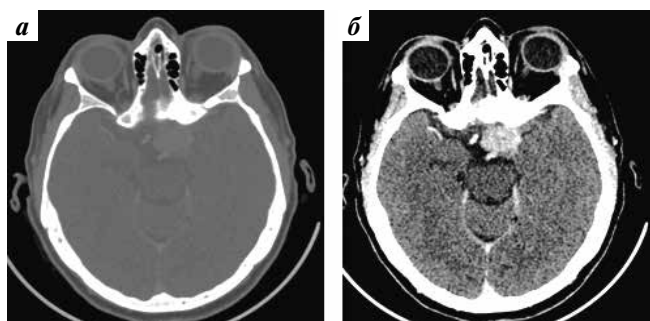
Спиральная компьютерная томография в аксиальной плоскости после контрастного усиления. Менингиома хиазмально-селлярной области с супраселлярным распространением: а — костное окно. Гиперостоз малого крыла клиновидной кости слева; б — мягкотканное окно. Интенсивное гомогенное накопление контрастного препарата образованием
